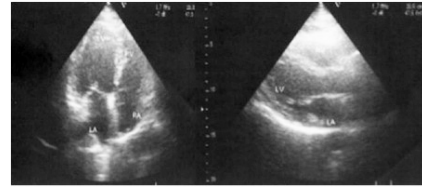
Transthoracic imaging of left ventricle after heparin infusion.
